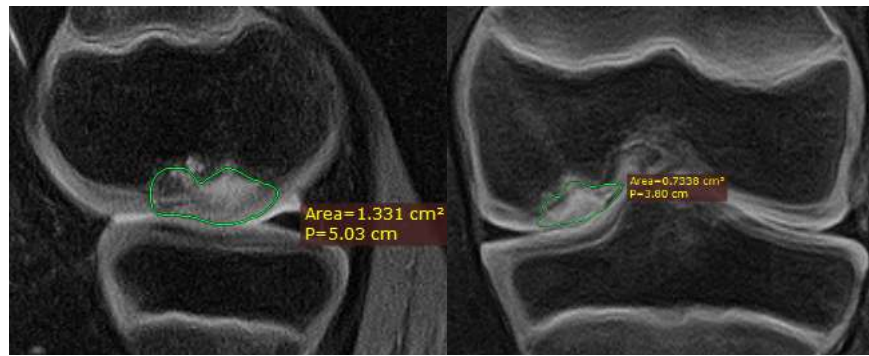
Рисунок №74. МРТ правого коленного сустава пациента С. В режиме PDFS через 12 месяцев с момента операции по методике антеградных остеоперфораций с внутриочаговой биостимуляцией.
